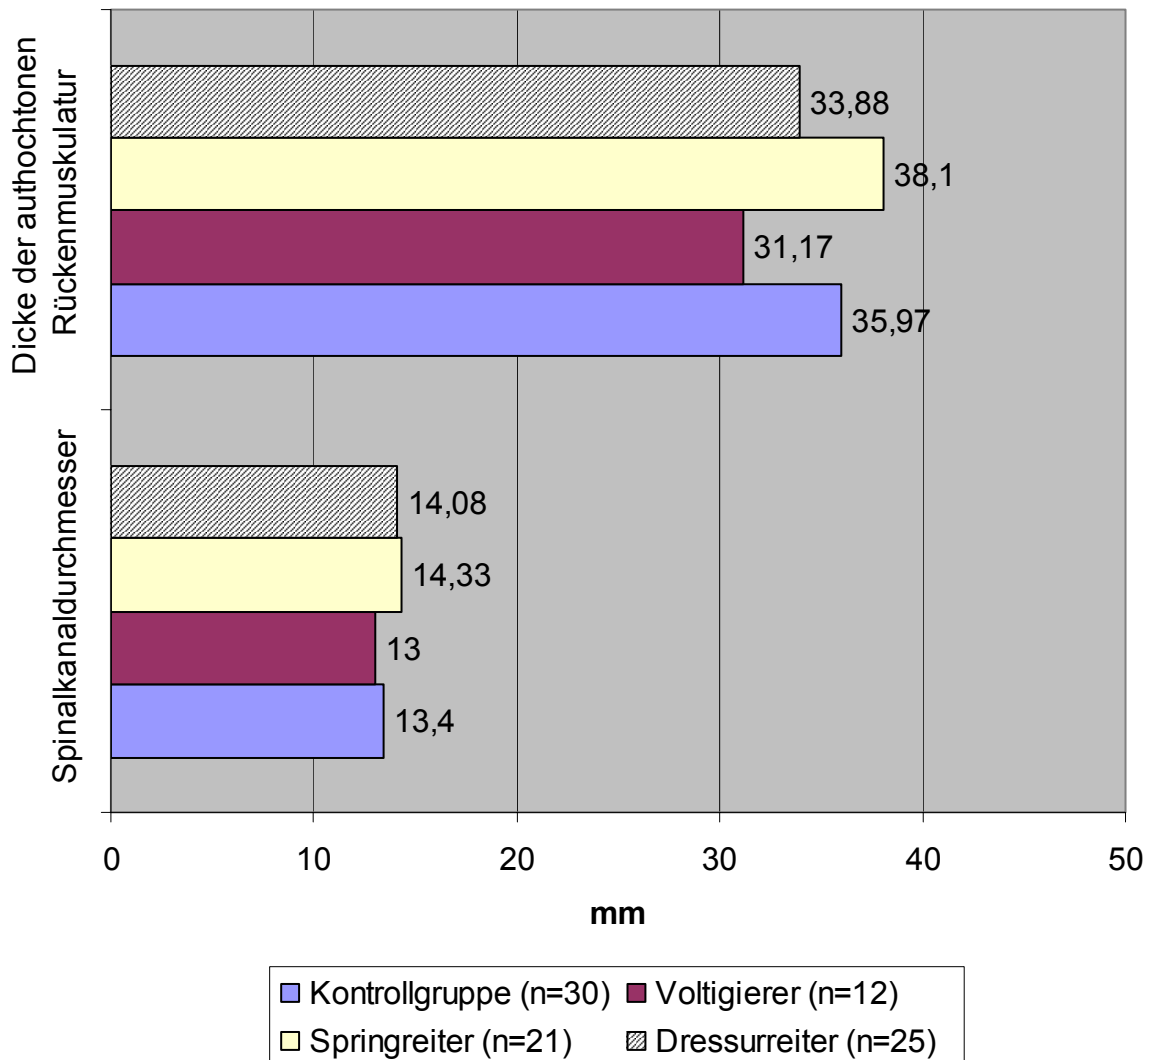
Mittelwerte der Dicke der authochtonen Rückenmuskulatur und des Spinalkanal-durchmessers in mm aller MRT-Probanden (n=88)
